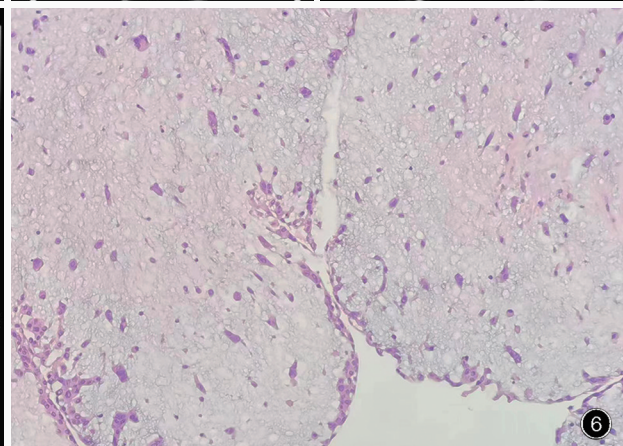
术后超声心动图显示左心房内稍强回声团,大小约3.20 cm×2.20 cm 图6 光学显微镜观察可见黏液中圆形、多角形和星形细胞,细胞周围存在大量富含酸性黏多糖的疏松基质 HE染色 ×200
